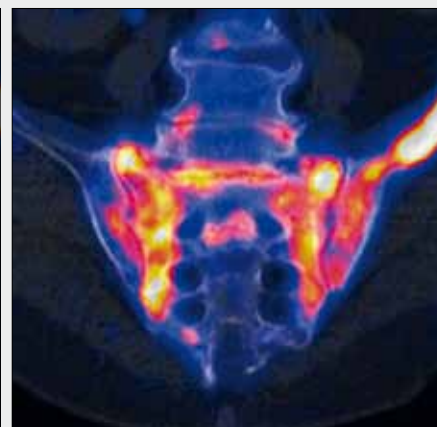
Rozsáhlá fraktura z insuficience v oblasti pánve. A, B – celotělové MIP obrazy; C–K – zobrazení pánevního skeletu na CT, PET a PET/CT
